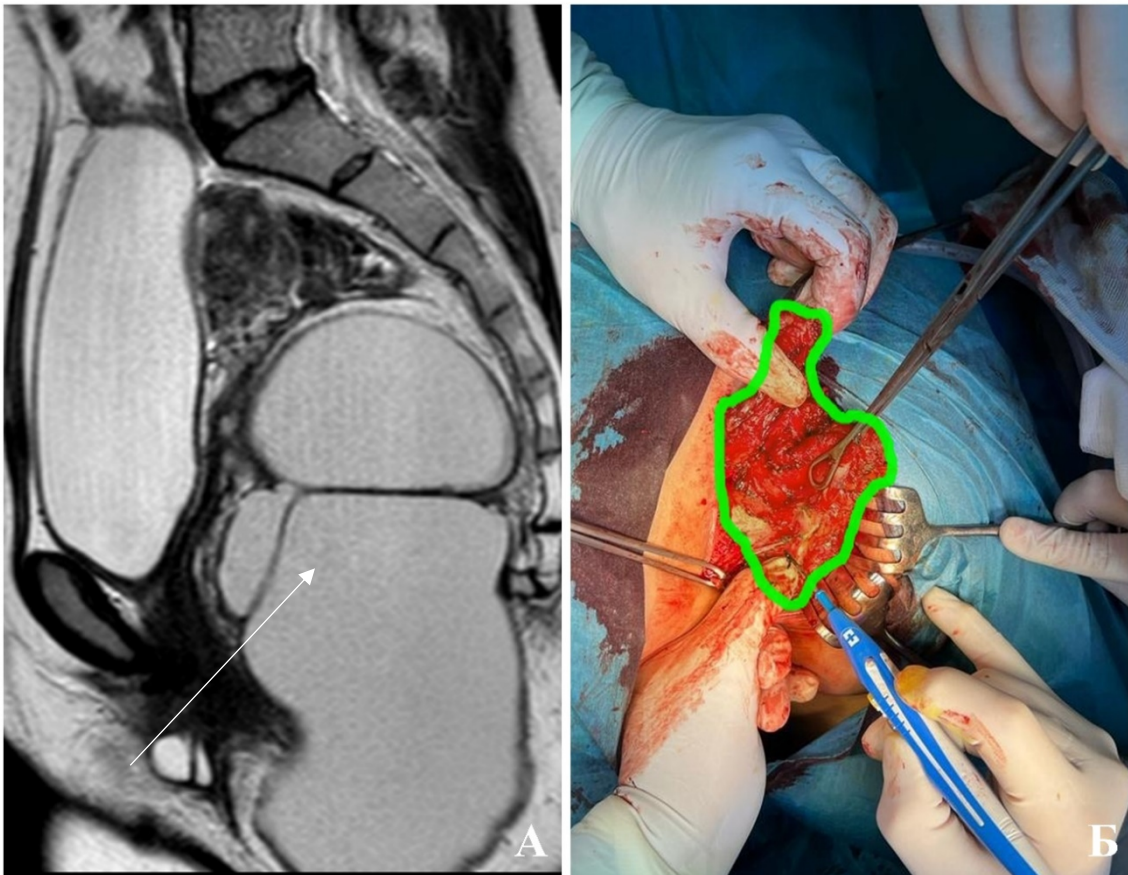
Гигантская ПК. А – МРТ ОМТ, T2-ВИ, сагиттальный срез, стрелка указывает на кисту. Б – промежуточный этап робот-ассистированного удаления ПК комбинированным доступом, зеленым цветом выделен нижний полюс кисты
